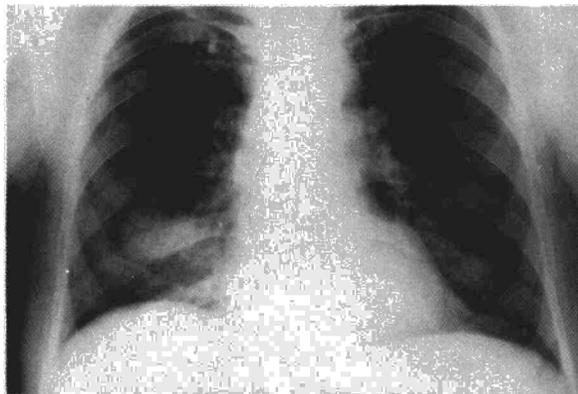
Radiografía posteroanterior de tórax: neumotórax parcelar derecho y masa en lóbulo inferior del mismo lado.
